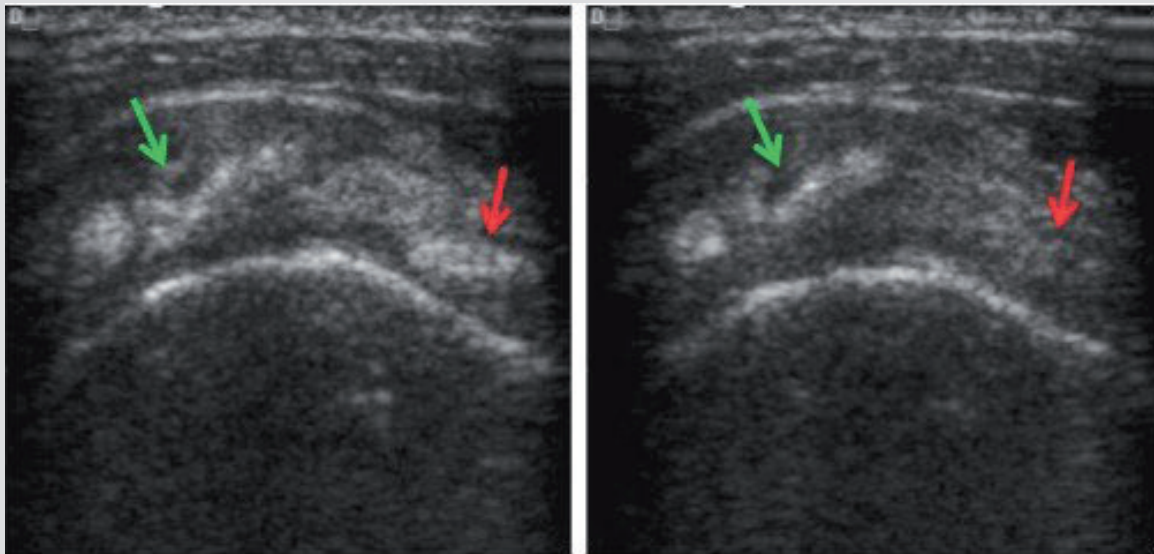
En échographie, de nombreux foyers hyperéchogènes sont vus au sein du tendon supra-épineux. Une légère bascule de la sonde permet, grâce à l'anisotropie induite, de différencier les calcifications (flèche verte) du tendon normal du long biceps (flèche rouge).
